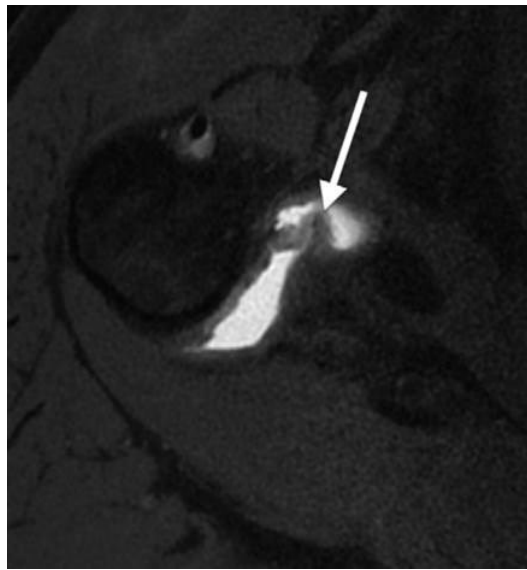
Axiale T1 MRT eines 18-jährigen Baseballspielers zeigt ein verdicktes IGHL (32)
